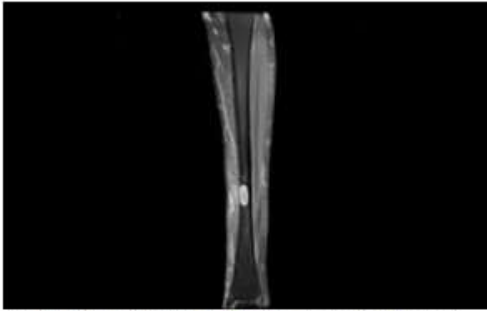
Coronal MRI scan of the left tibia using a post-contrast T1 sequence demonstrating no change in the lesion or contrast enhancement of the adjacent bone.
